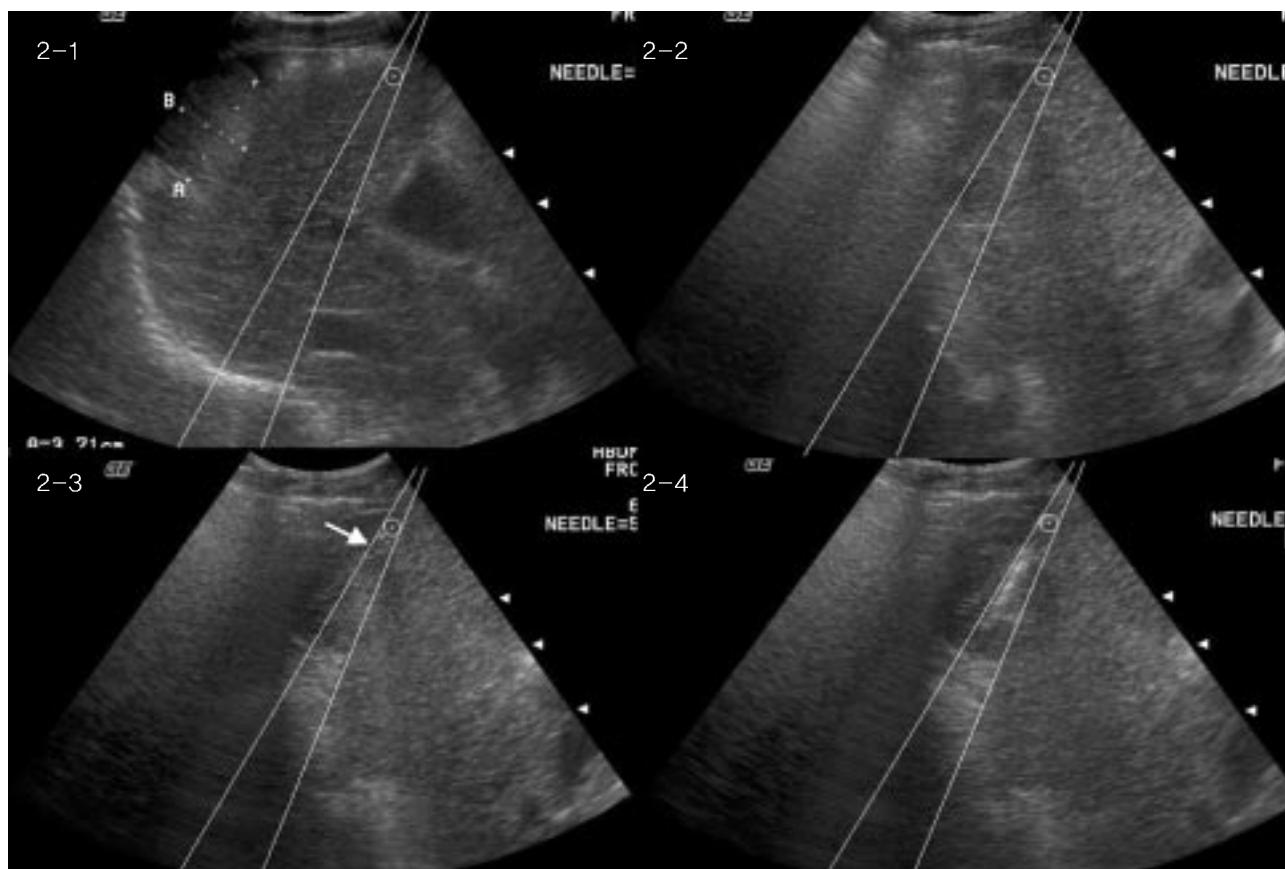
needle guidance 기법을 이용한 초음파 유도 생검
